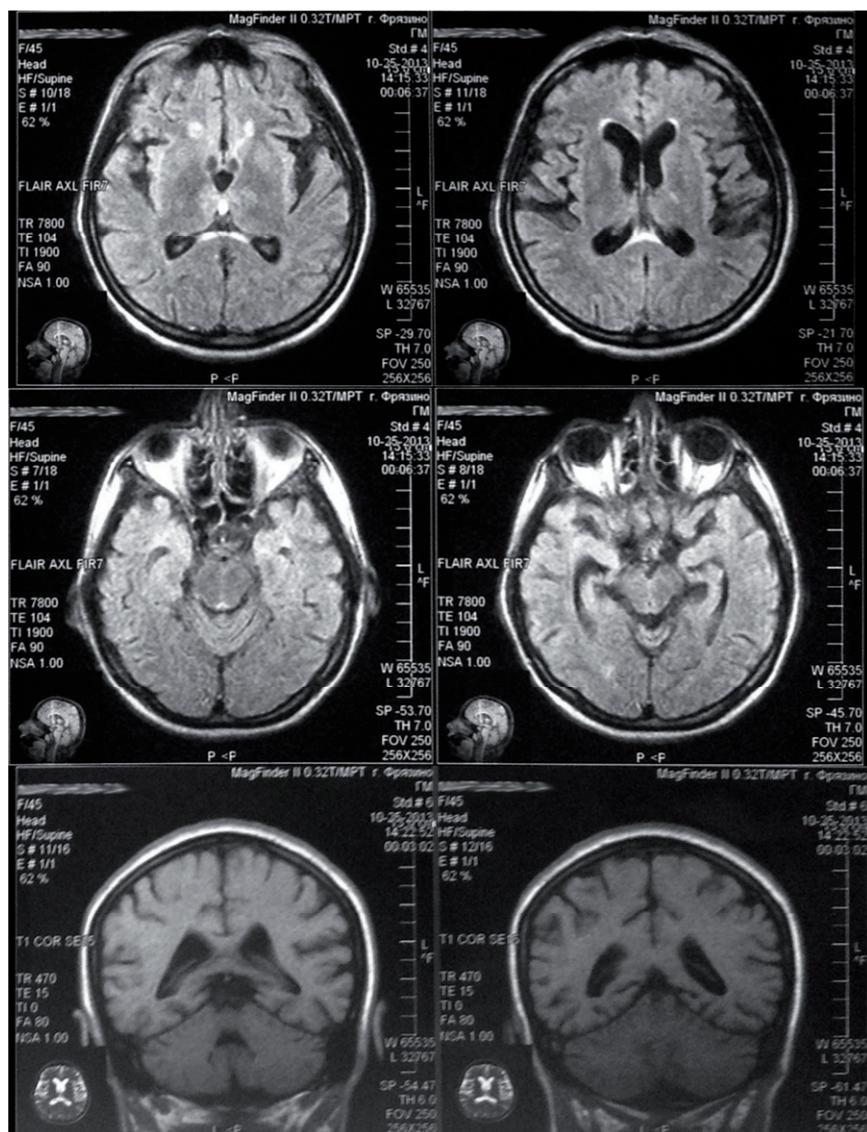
МРТ головного мозга больной М. Вверху в режиме FLAIR в аксиальной проекции – явления перивентрикулярного лейкоареоза, очаговые
